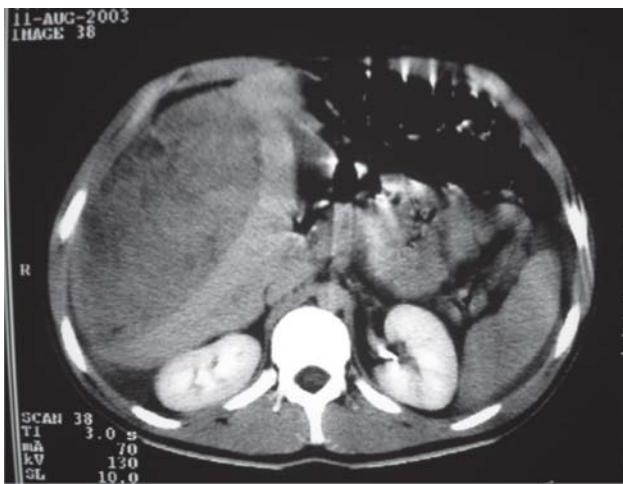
TAC de abdomen de ingreso. Hematoma parenquimatoso hepático.
